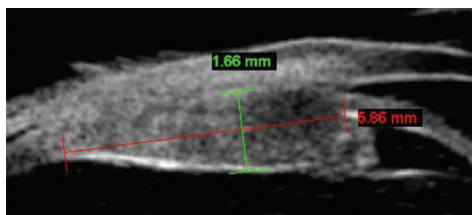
Coupe d'échographie UBM de segment antérieur montrant les mesures d'une tumeur intraoculaire (longueur, largeur, épaisseur).
